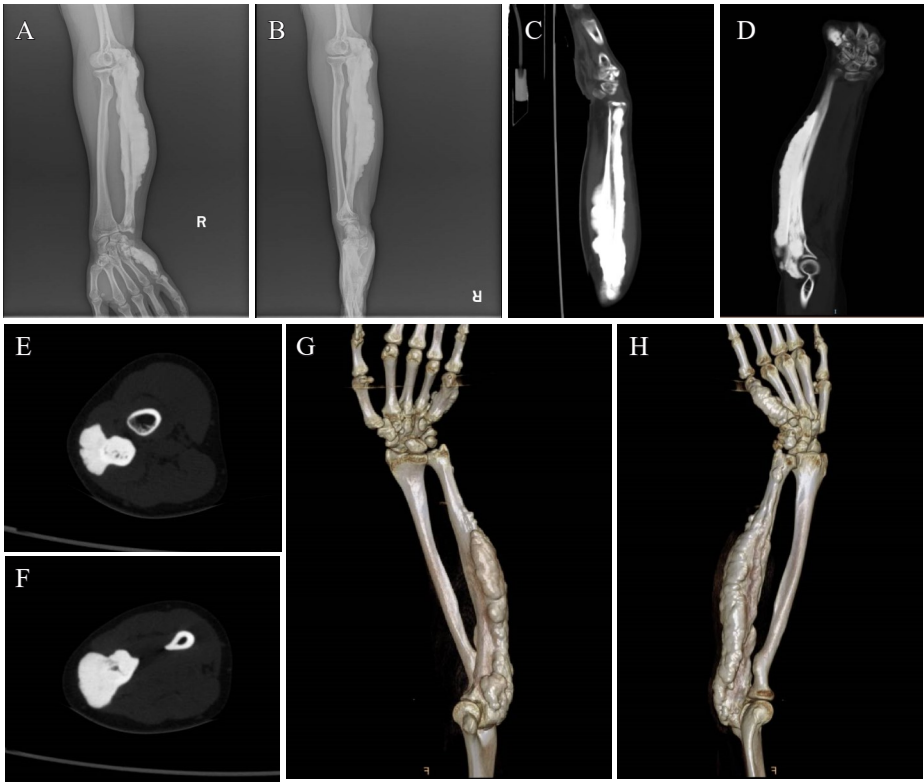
A-B. 术前 X 线提示尺骨及第五掌骨骨皮质增厚明显，似溶蜡状，考虑蜡泪样骨病；C-H. 术前 CT 及三维重建，可见尺骨后外侧明显增厚的骨皮质，且骨髓腔封闭
